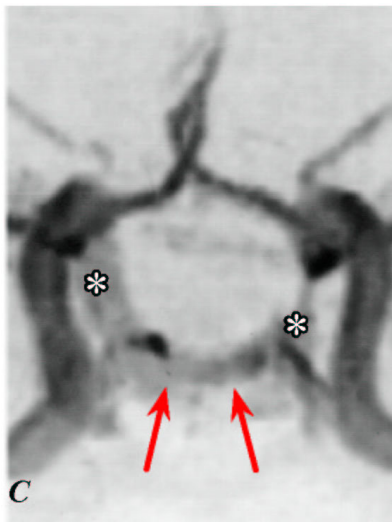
MRT / MRA-Befunde bei DSCF.
